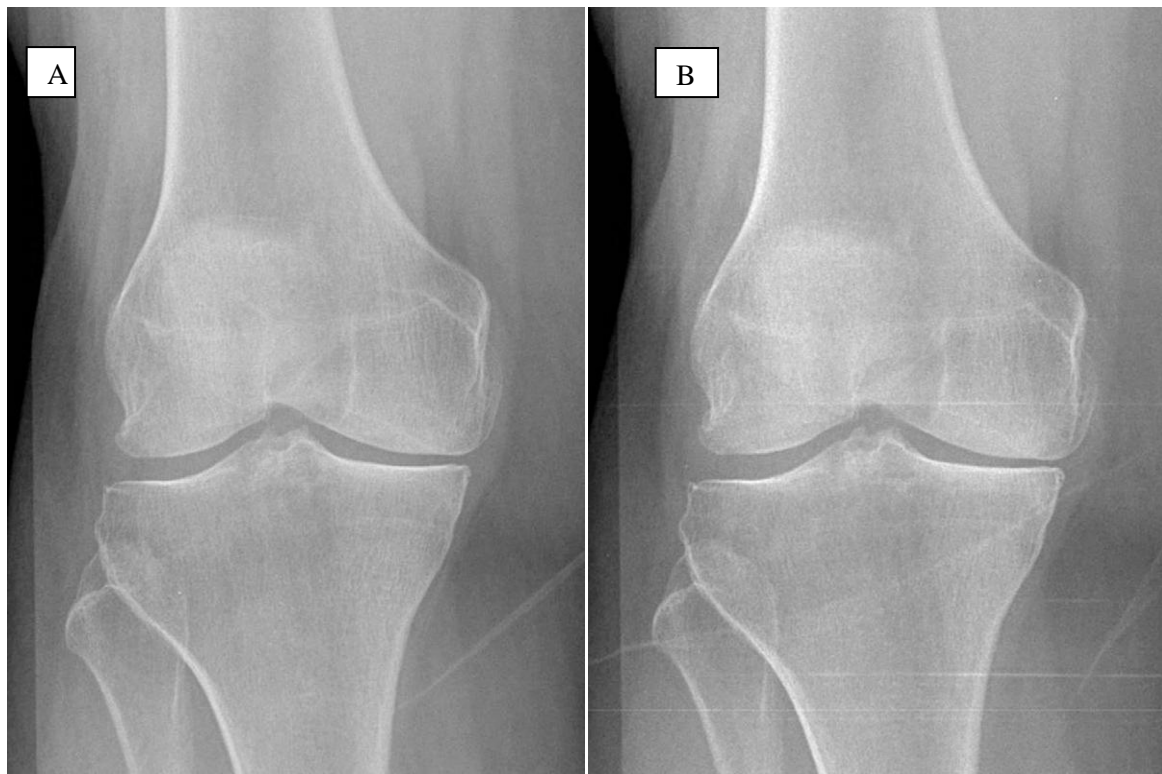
Radiographies de genoux montrant les stades OARSI de classification des ostéophytes
